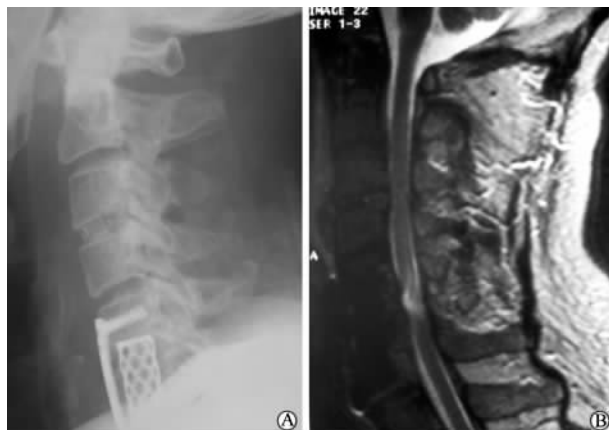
翻修术后3个月颈椎侧位片(A)和MRI检查结果(B)
